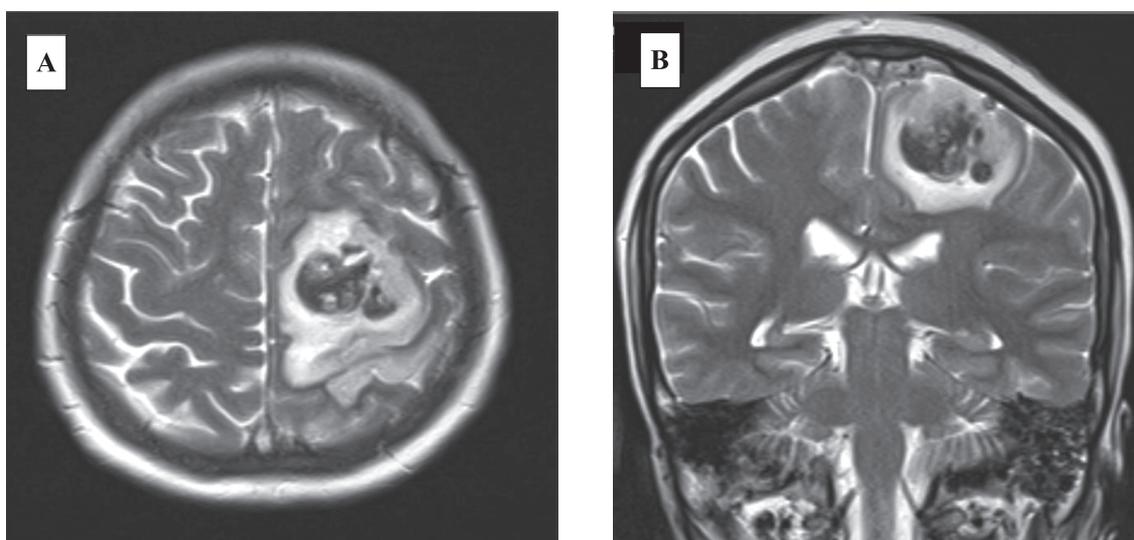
На МРТ в режиме T2 на 7 день геморрагическая трансформация в лобно-теменной области слева (А) аксиальная проекция, (В) фронтальная проекция
